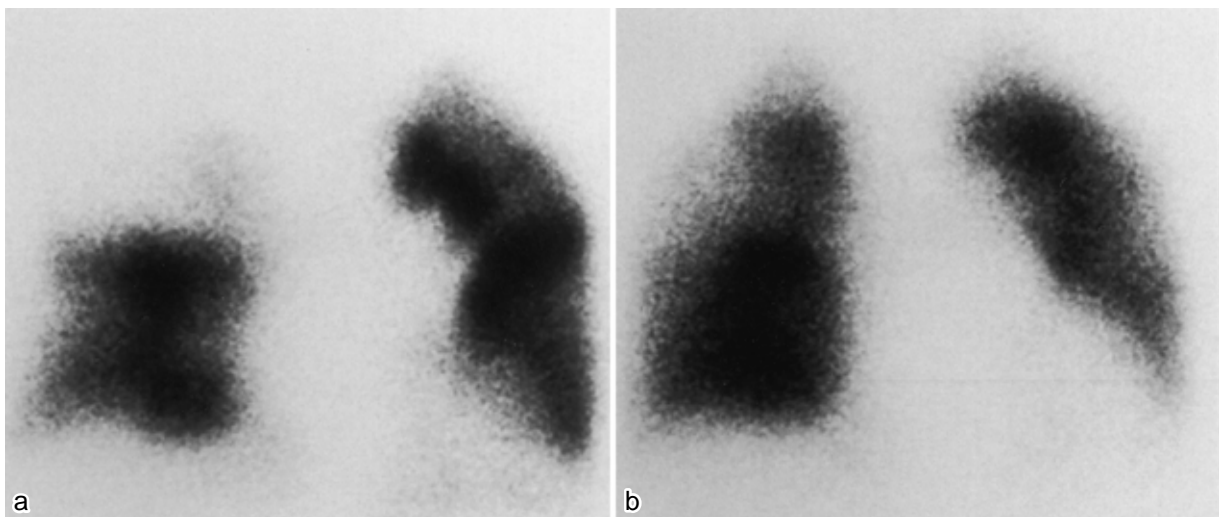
a) Lung perfusion scintigram showing segmental defects in both lung fields ; b) lung perfusion scintigram 11 days later, showing improvement.
